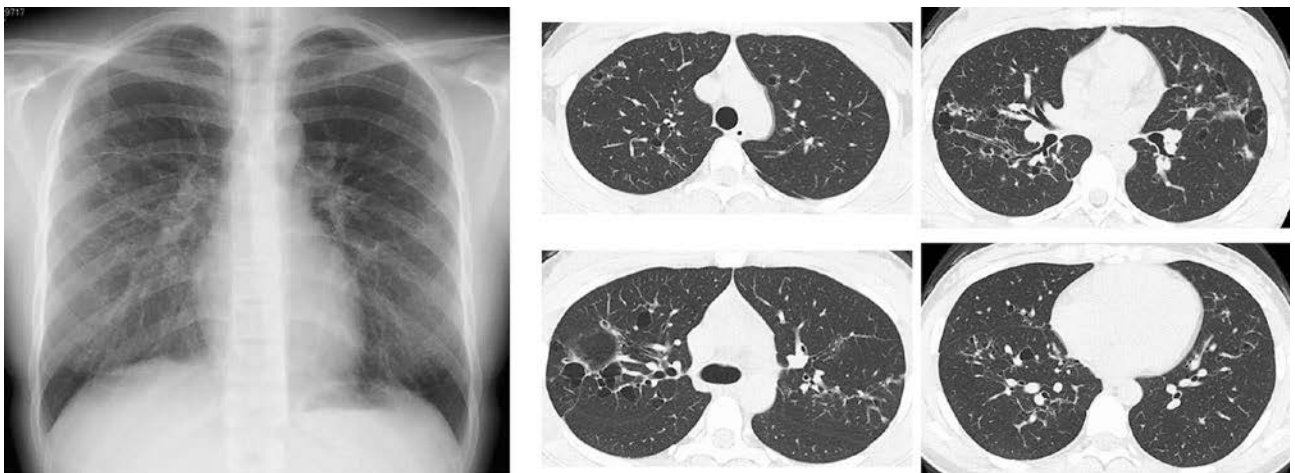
Chest radiography (left) and computed tomography (CT) (right) findings. Chest radiography showed linear and ground glass opacification in both lung fields (left). High-resolution CT (HRCT) showed thin-walled cysts and small nodules, primarily in the upper and middle lobes. The cysts and nodules varied in size (right).
